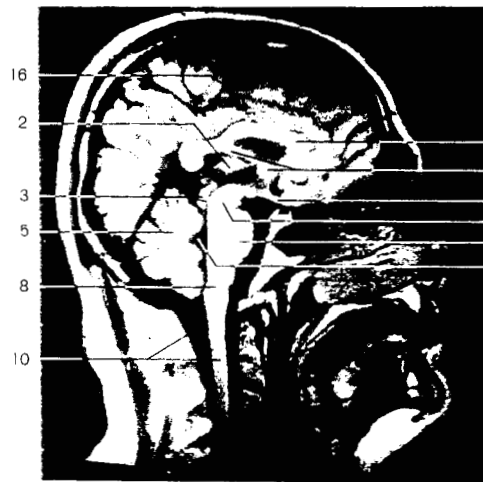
Corte mesosagital de la cabeza. Imagen por resonancia magnética (IRM).
